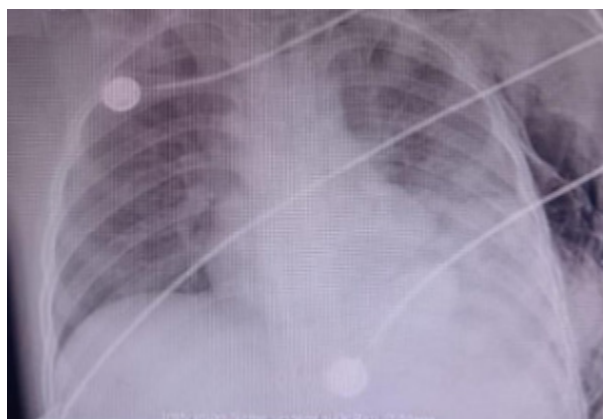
Radiografía de tórax portátil (Hospital Regional de Changuinola Raul Dávila Mena). Borramiento del ángulo costofrénico izquierdo por contenido gástrico intrapleural, con enfisema subcutáneo leve.
